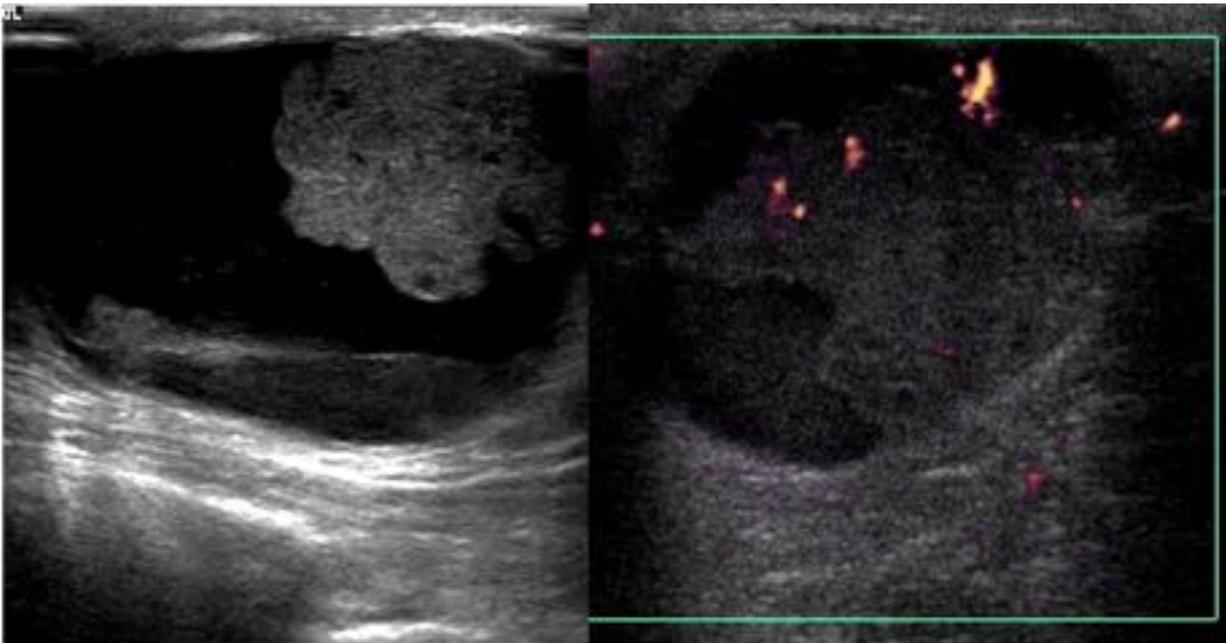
Masa quística compleja en ecografía con contenido fluido y polos sólidos vascularizados, demostrado mediante Doppler. Abajo, imágenes de RM y TC de distintos pacientes ilustrando las lesiones quísticas complejas (contenido fluido y nódulos sólidos captantes) características del carcinoma papilar.
